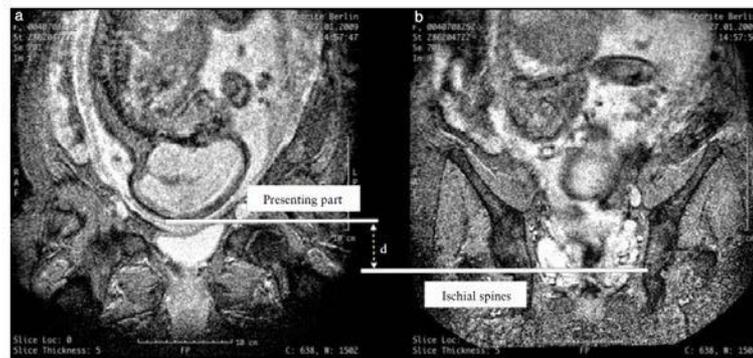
Identification of the presenting part (a) and the ischial spines (b) on magnetic resonance images to measure distance d.
